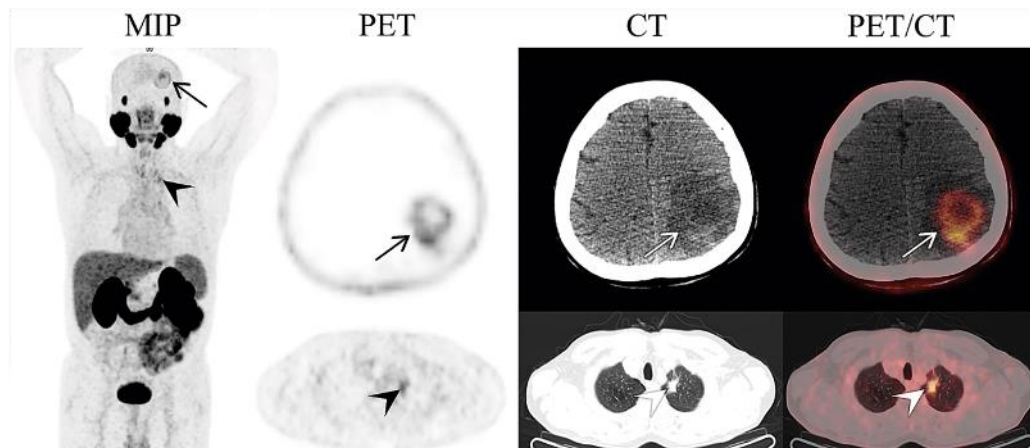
Example images of lung brain metastasis. MIP — maximum intensity projection; PET — positron emission tomography; CT — computed tomography; PET/CT — fused images of PET and CT (authors' own images); A 59-years-old man with lung adenocarcinoma, who was referred for brain surgery due to the suspicious of glial tumour in brain and neurological symptoms. There is a clearly visible focus of [^{68}Ga]Ga-PSMA-11 accumulation in the brain (MIP, PET, CT, PET/CT — arrows), and in the lung tumour (MIP, PET, CT, PET/CT — arrowheads)
